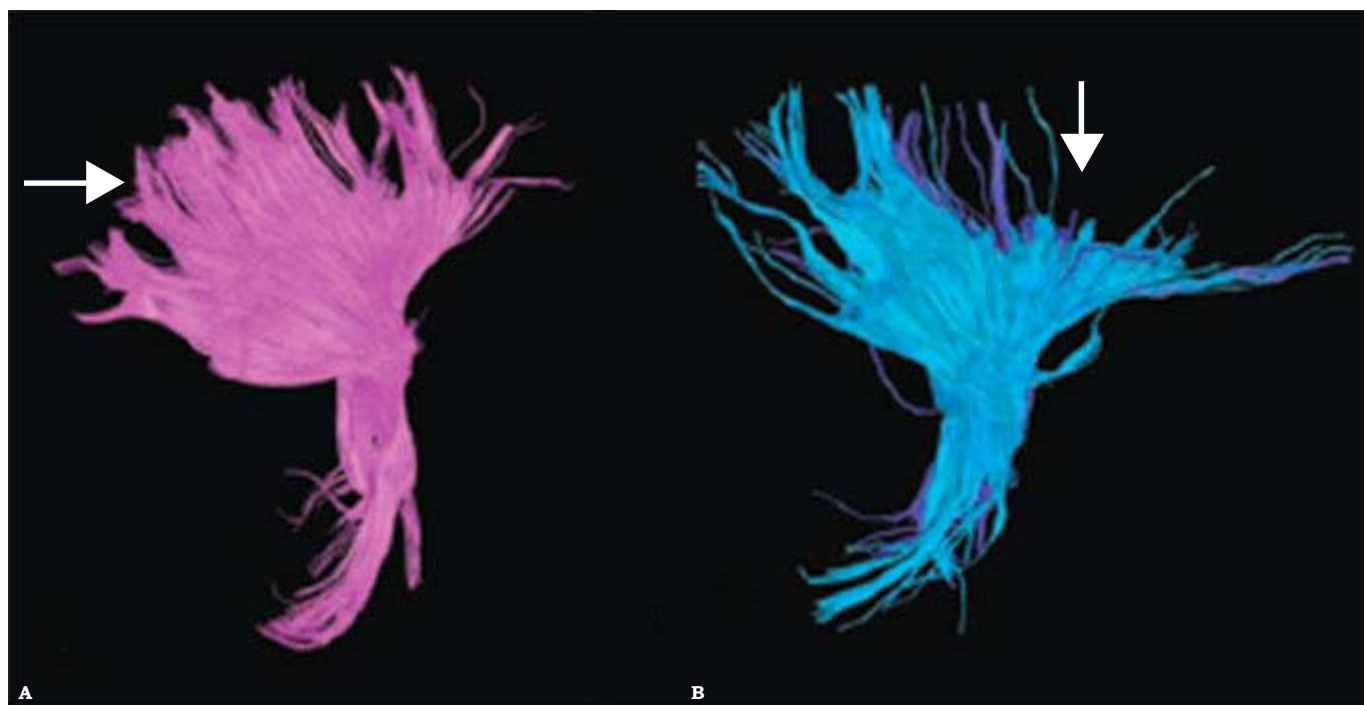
Tractografía por IRM de cerebro mostrando el tracto piramidal de un sujeto normal (A) (flecha) comparada contra paciente con ELA (B). En ELA se observa la pérdida significativa de fibras del tracto piramidal (cabeza de flecha). Reproducida con permiso del autor.³
